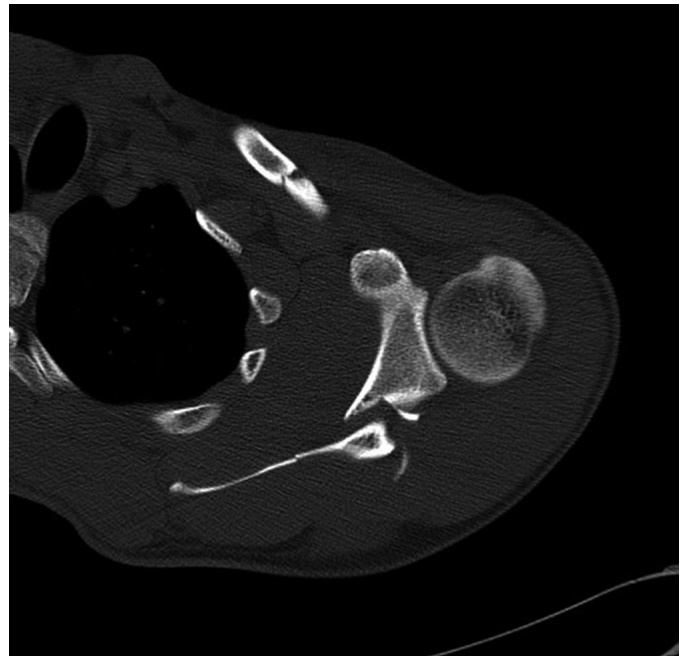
Tomografía axial computerizada de hombro: fractura del tercio medio de la clavícula y fractura desplazada del cuello de la escápula medial a la coracoides con una angulación inferior de más de 45°, sin compromiso de la superficie articular de la glena.
